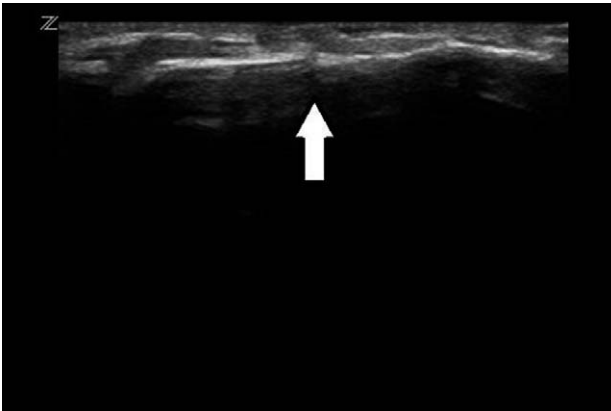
Ultrasonographic image of injured tendon (extensor) in fourth finger (Longitudinal view). It shows hypo-echoic and discontinuous structure.
